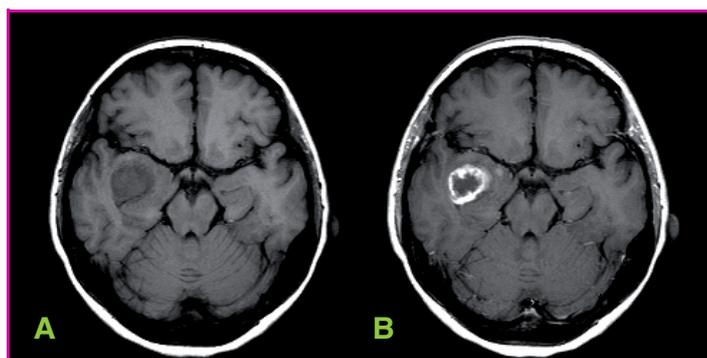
Image IRM d'une tumeur cérébrale sans (A) et avec (B) agent de contraste de phase (agent de contraste : Gd-DTPA-BMA, Omniscan<sup>®</sup> ; séquence écho de spin T<sub>1</sub> ; temps de répétition TR = 64 ms ; temps d'écho TE = 15 ms. Images : G. Myhr, MR-Centre, Trondheim, Norvège) [4].
